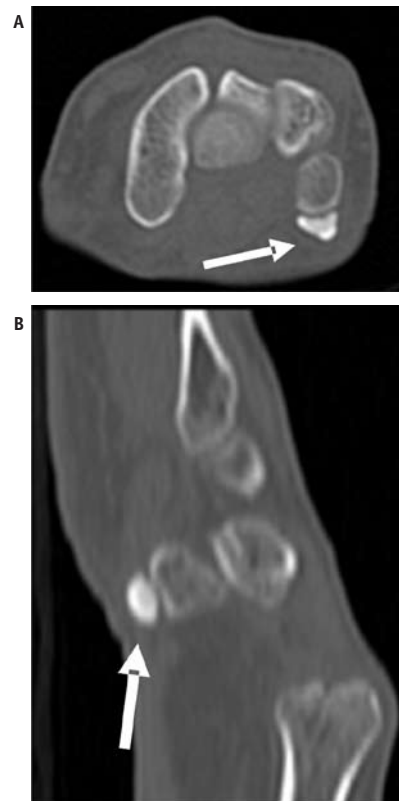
Osteonecrose do osso pisiforme. TC do punho no plano axial (A) e reformatação sagital oblíqua (B), mostrando o osso pisiforme com deformidade de seus contornos, dimensões reduzidas e acentuada esclerose (setas).
